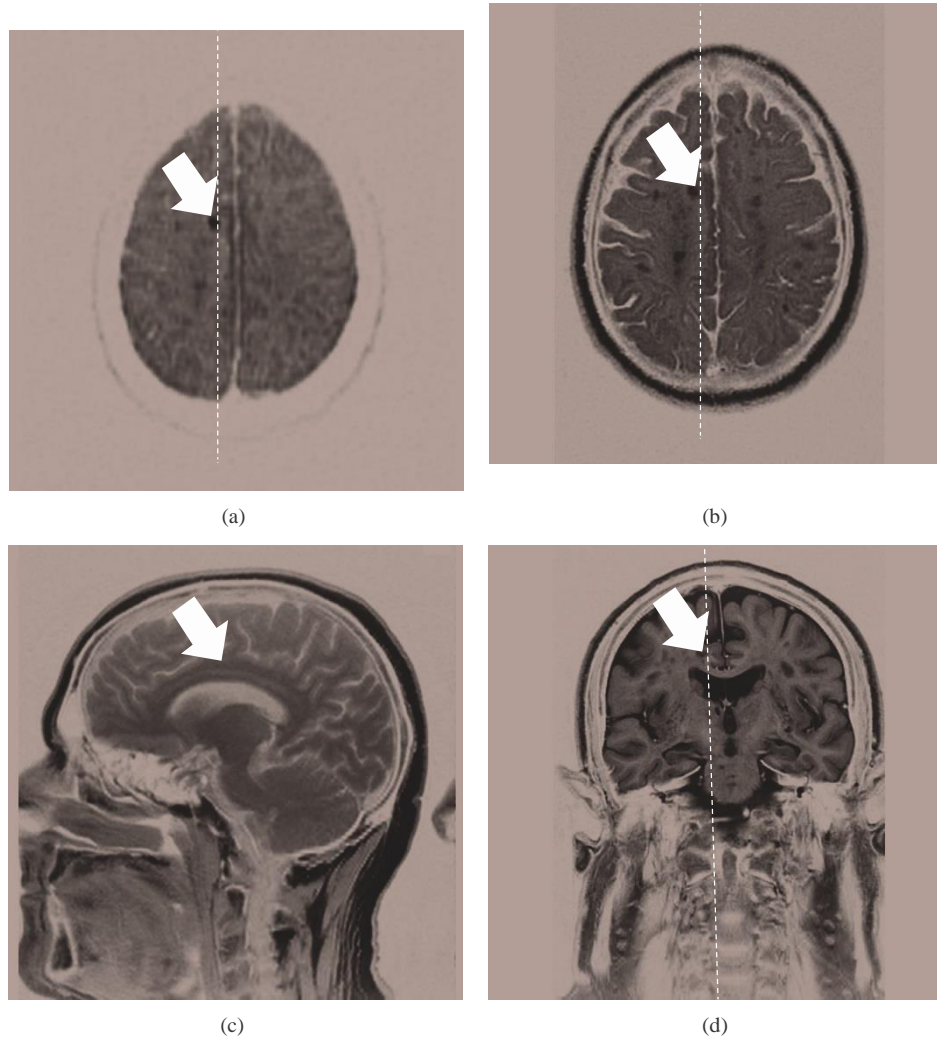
Right small acute cingulate gyrus infarct was found by magnetic resonance imaging on diffusion-weighted images study (a), T2-weighted image ((b) and (d)), and T1-weighted image (c) on 72 hours after onset of transient global amnesia.
